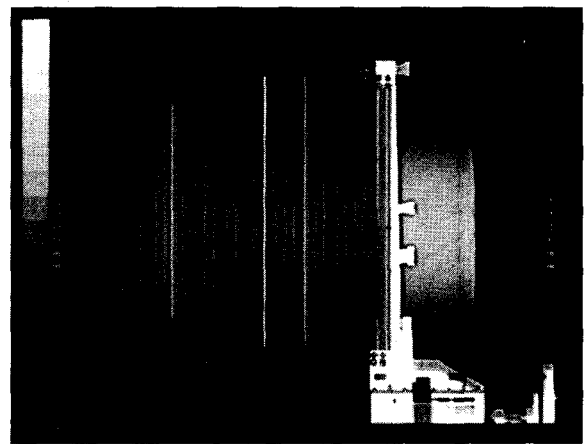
The CT image acquisition
